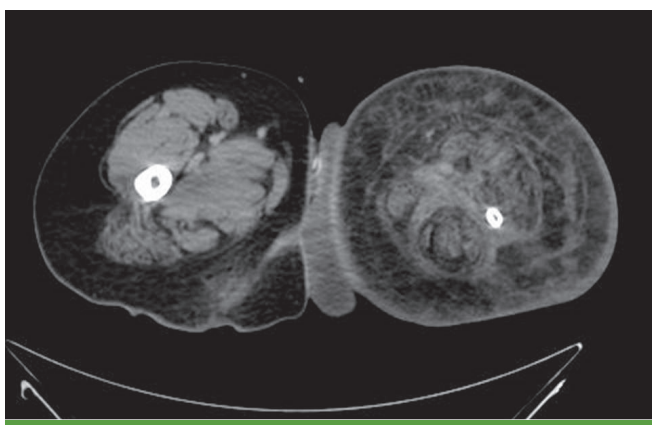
A CT scan of lower leg at initial presentation shows diffuse soft tissue infiltration or edema of the left leg.
